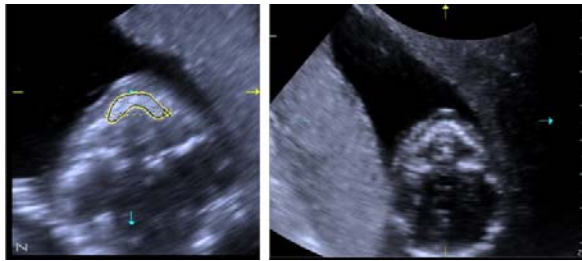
Ecografie tridimensională multiplanară, cu secțiunea transversală la un făt de 17 săptămâni, creasta alveolară maxilară circumscrisă cu galben
